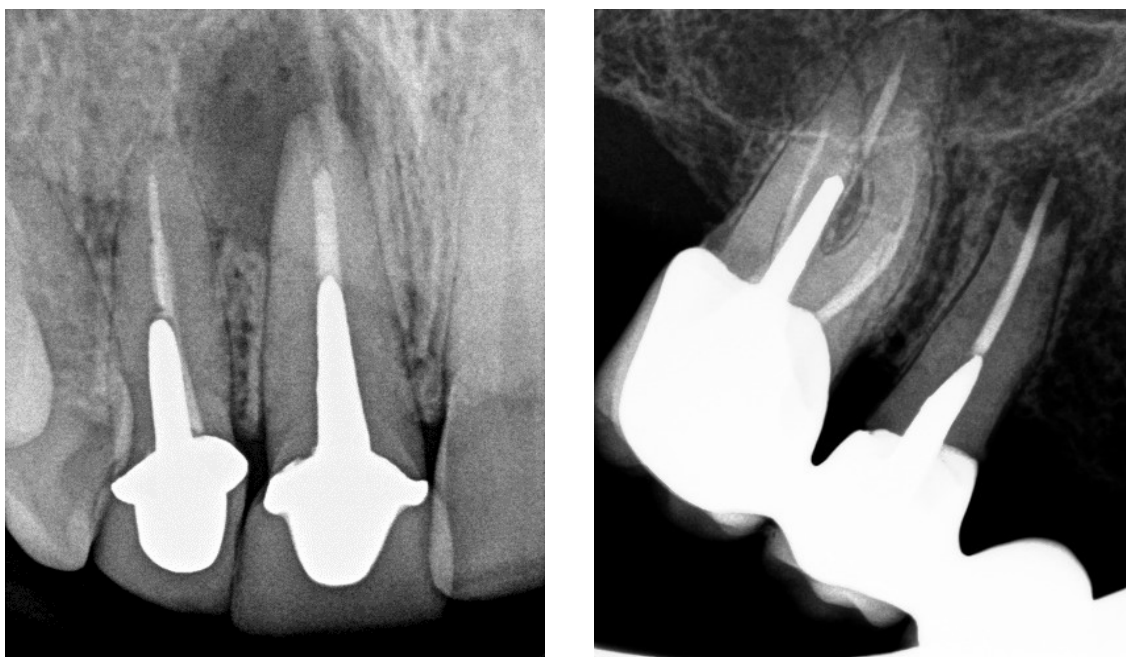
Radiografias periapicais de dentes reabilitados com coroa (esquerda) e ponte (direita) que apresentam espigão e sintomatologia periapical. Radiografias cedidas por Dr. João Neves.
